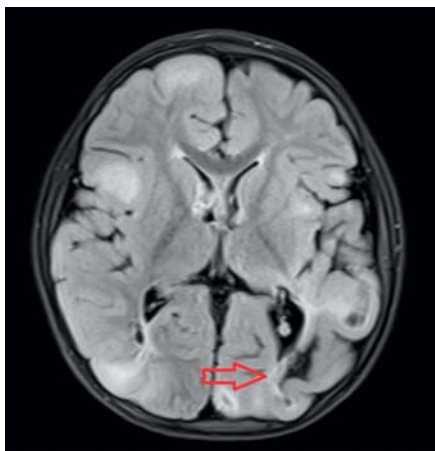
Пациент Т.А. 4 года Аксиальная проекция, режим FLAIR. В коре головного мозга выявляются множественные участки гиперинтенсивного сигнала (туберы). Стрелкой отмечен предположительно эпилептогенный тубер.
